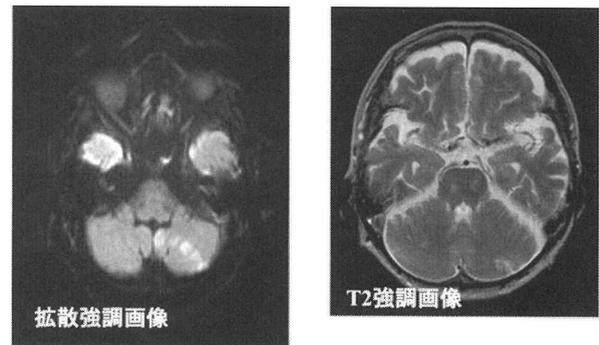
第132病日頭部MRI拡散強調画像。一側小脳半球の中心部に線状梗塞巣が並んでいる。
